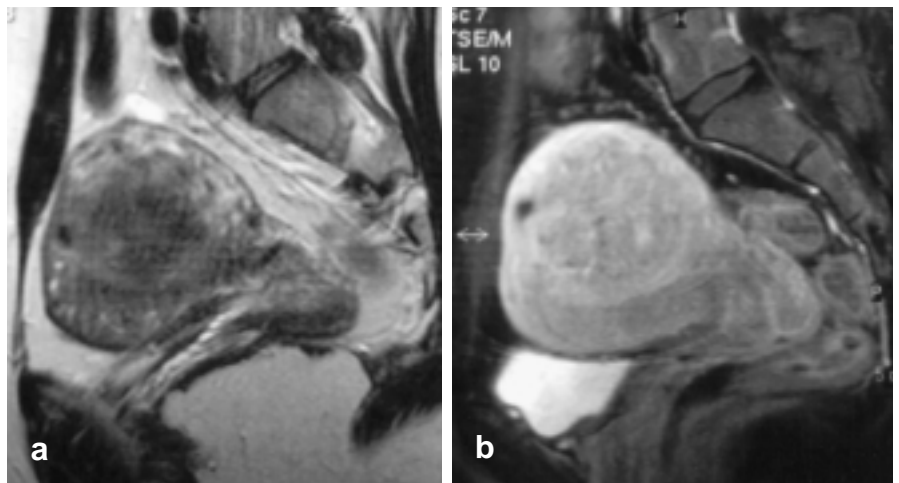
MRT des Uterus vor Transkatheterembolisation. a) MRT vor Kontrastmittelgabe (T2-gewichtete TSE-Sequenz): vergrößerter Uterus mit schlecht abgrenzbarem Myom. b) Nach Kontrastmittelgabe (Gd-DTPA) (T1-gewichtete, sagittale SPIR-Sequenz): deutliche Kontrastanreicherung des Uterus einschließlich eines 7 x 7 cm großen, jetzt gut abgrenzbaren intramuralen Myoms.
